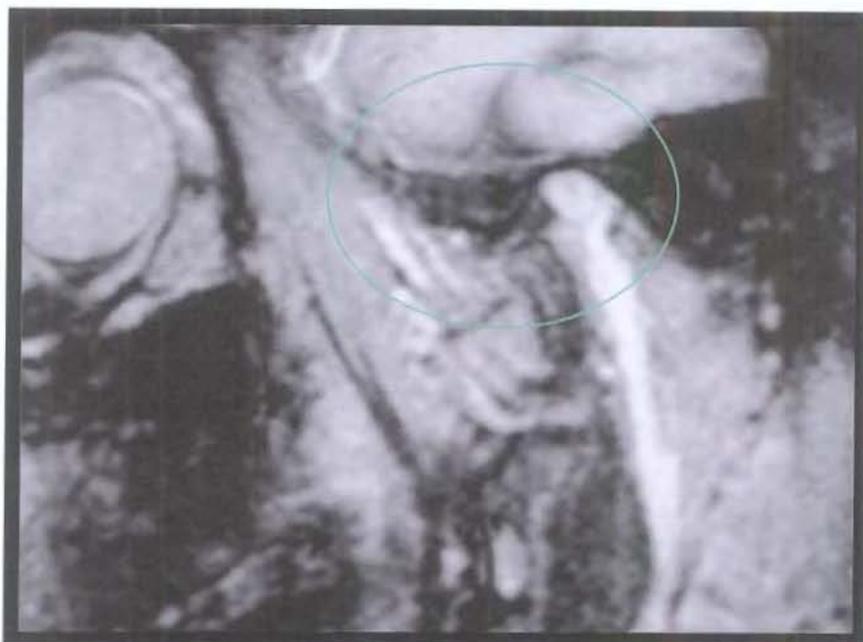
Ressonância magnética – sagital –
